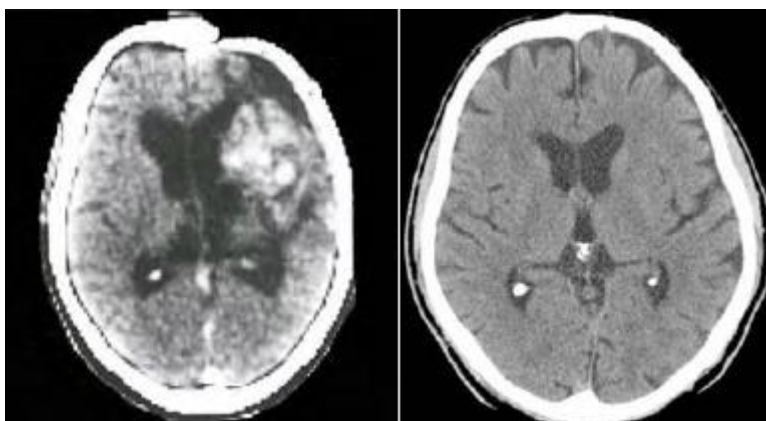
Imagem de TC cerebral dos primeiros equipamentos, matriz_160x160, pixéis (esquerda). Imagem dos equipamentos atuais, matriz 512x512 (direita) (7).
